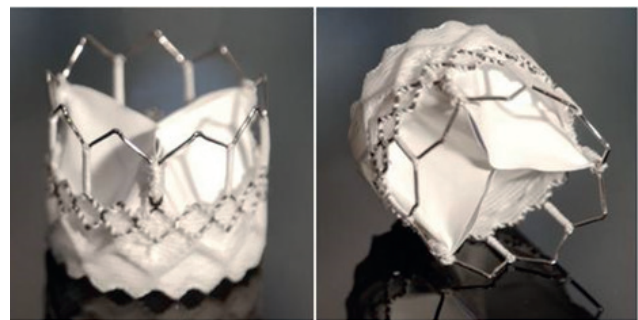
Протез клапана сердца «МедЛАБ КТ»
